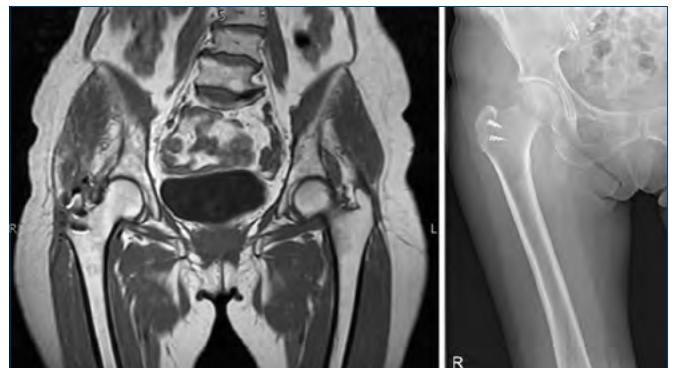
a) Immagine RMN a 3 mesi dall'intervento, si può notare una degenerazione adiposa quasi allo stadio 3 secondo la classificazione di Goutallier/Fuchs. b) Immagine radiografica a 3 mesi dall'intervento che mostra il corretto posizionamento delle ancorette.
